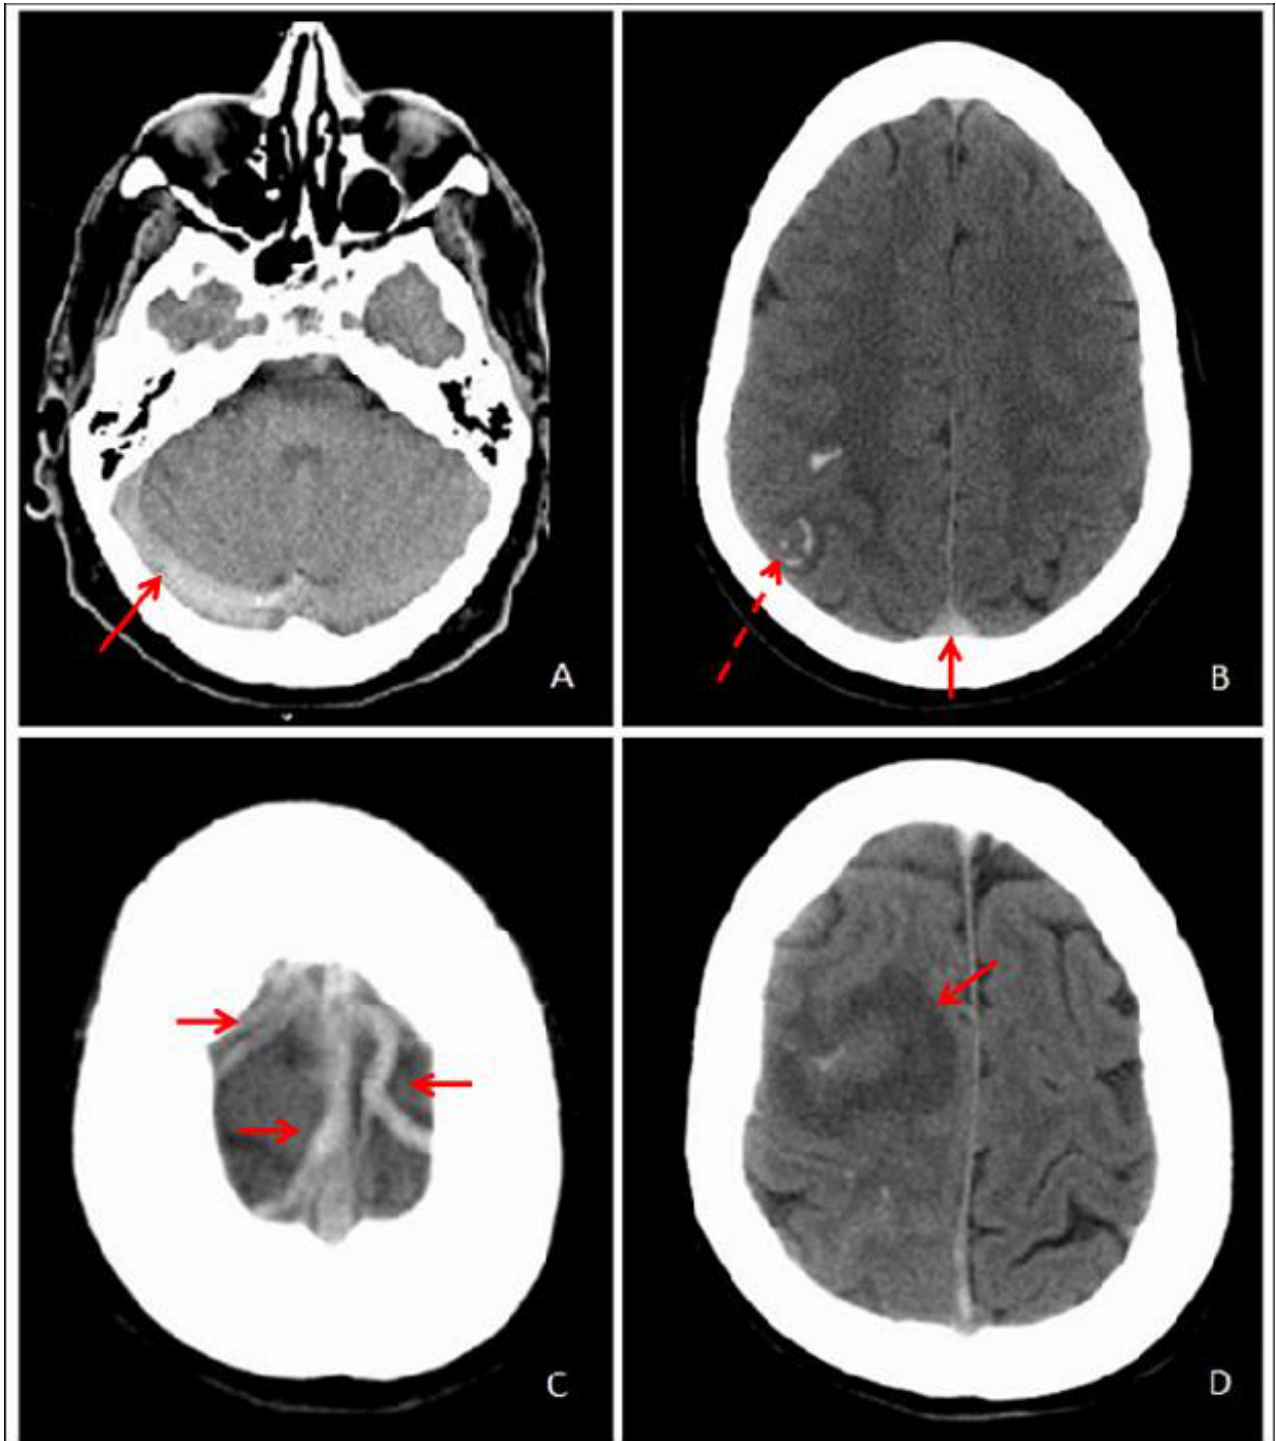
Alterações encontradas em TAC CE. A – Hiperdensidade espontânea do seio transversal direito, sinal do seio lateral hiperdenso. B – Hiperdensidade espontânea do seio sagital superior; sinal do delta (seta sólida); são também visíveis alterações parenquimatosas a nível parietal direito (seta tracejada), nomeadamente enfartes hemorrágicos. C – Observam-se três veias corticais espontaneamente hiperdensas correspondendo ao sinal da corda. D – Alteração do parênquima em localização frontal direita.
